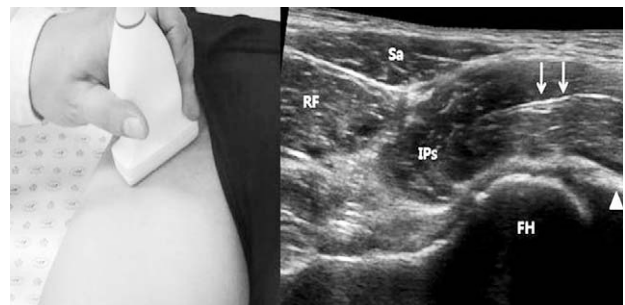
Anterior hip long axis ultrasonography. Between anterior cortex of femur neck and deep fascia of iliopsoas muscle, hypoechoic dense band shows collapsed anterior and posterior capsule (arrow), called 'stripe sign'.
